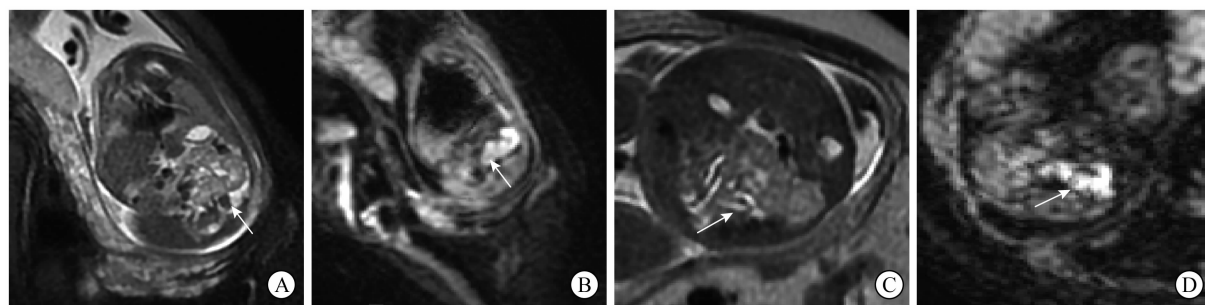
孕 27⁺²周、30⁺⁶周。A-B: 冠位 T2WI 及 DWI 示交叉融合肾(左肾位置、肾门方向正常,下极与异位的右肾融合,右肾门旋转); C-D: 轴位 T2WI 及 DWI 示交叉融合性异位肾(L 型—左肾位置、肾门方向正常,下极与异位的右肾下极融合,右肾门旋转)
